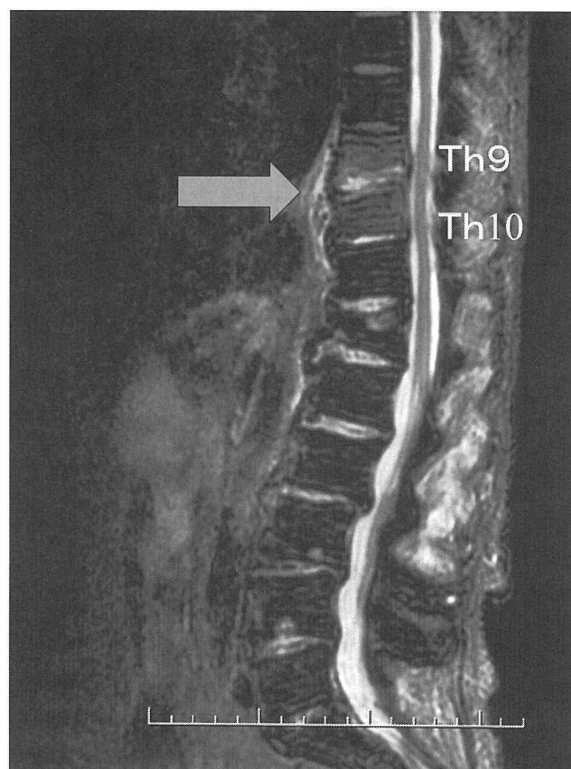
D 2005年6月29日 胸椎 MRI
